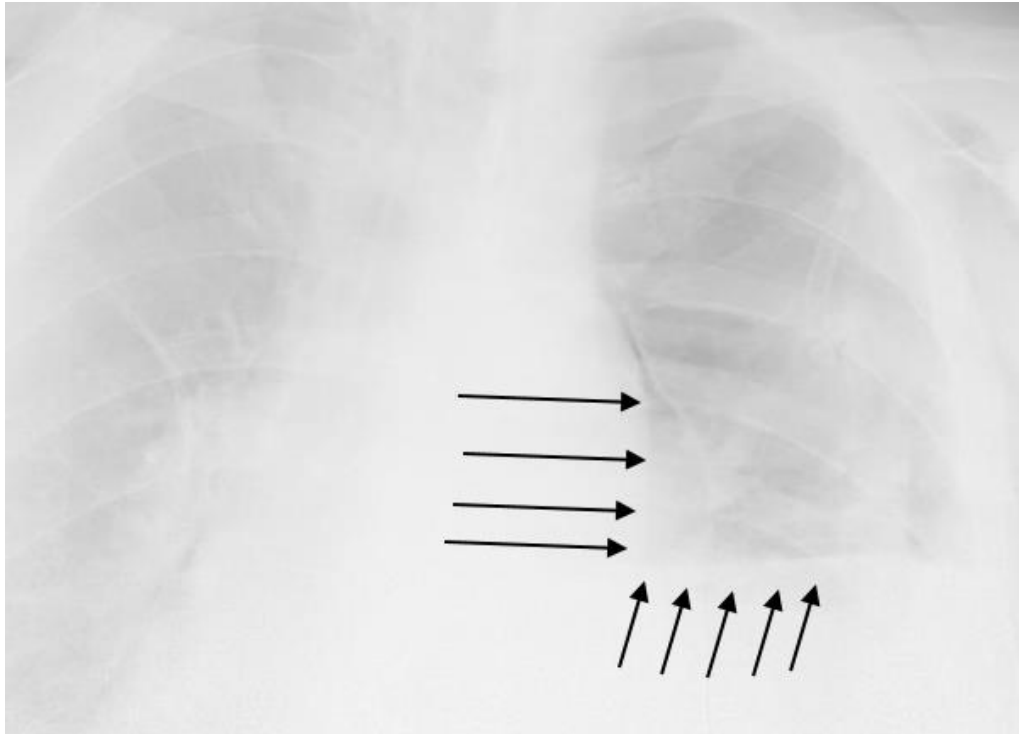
Рентгенография органов груди у пациента К. со спонтанным разрывом пищевода. «V»-признак Naclerio
